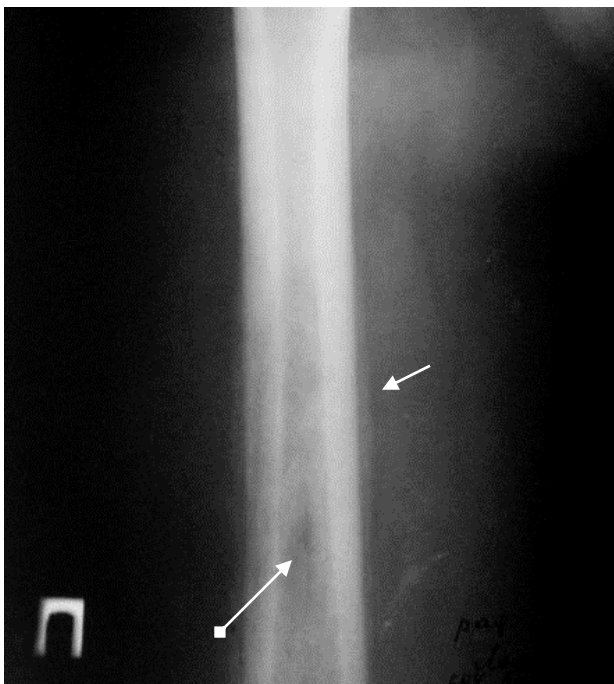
Рентгенограмма правой бедренной кости в прямой проекции. Определяется линейный периостит в области диафиза (стрелка). Участки деструкции в области среднего и нижнего отделов диафиза (ромбовидная стрелка). Рентгенологические признаки острого гематогенного остеомиелита
